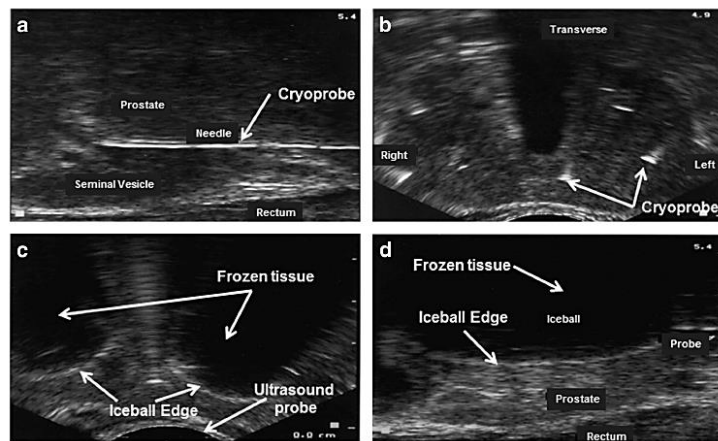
Ecografia da próstata durante a criocirurgia. Adaptado de *Re-purposing cryoablation: a combinatorial ‘therapy’ for the destruction of tissue.*(38)
